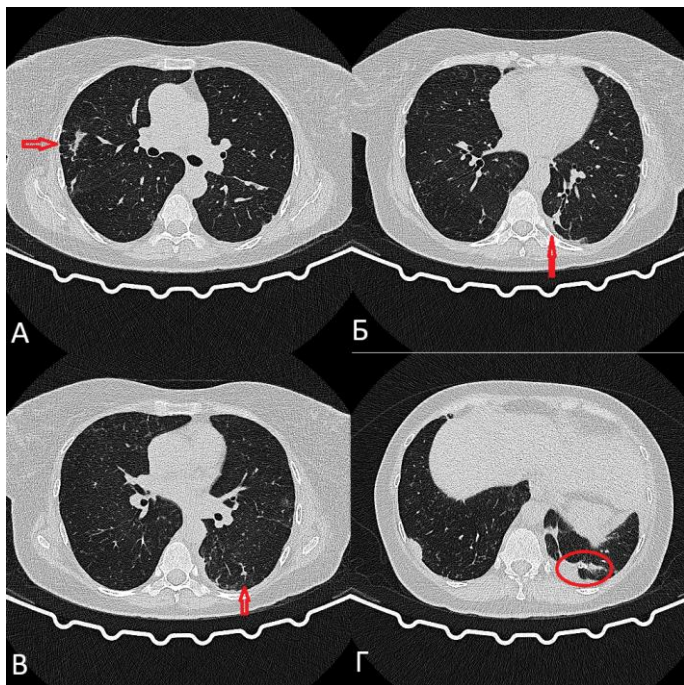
Аксиальные срезы КТ ОГК пациента в лёгочном режиме: разнонаправленная динамика (стрелочками отмечены изменения в легочной ткани): А - в обоих лёгких полисегментарно на фоне расширенных просветов дистальных отделов бронхов сохраняются полиморфные очаги сливного характера; Б - бронхоэктазия на фоне послеоперационных изменений; В - очаговые изменения в обоих лёгких; Г - левое лёгкое уменьшено в объёме, на фоне утолщенного междолькового интерстиция прослеживаются цепочки металлических швов (выделена в овал)
